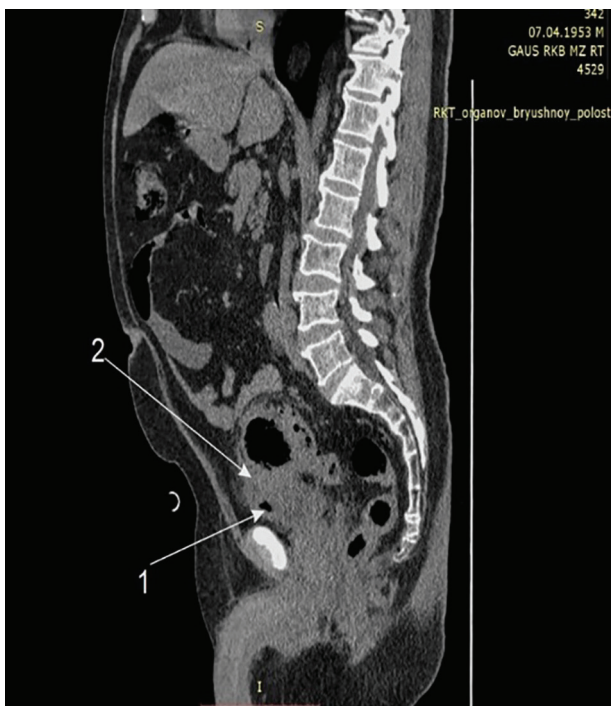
Томограмма пациента В., 69 лет. Сагиттальный срез. Дивертикулярная болезнь, осложненная формированием колорезицистического свища. Газ в просвете мочевого пузыря (стрелка 1), инфильтрация периколической клетчатки (стрелка 2).
